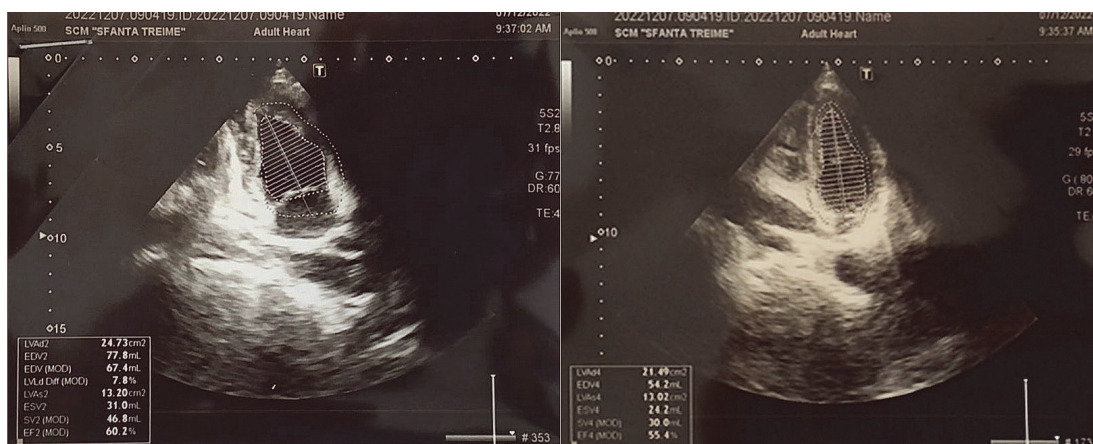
Ecocardiografia la a 7-a zi
